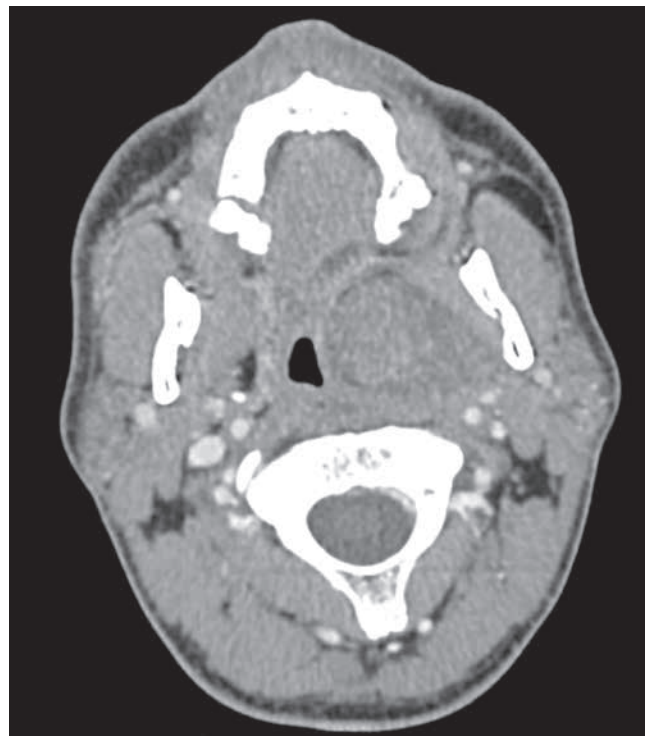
TC: corte axial.
